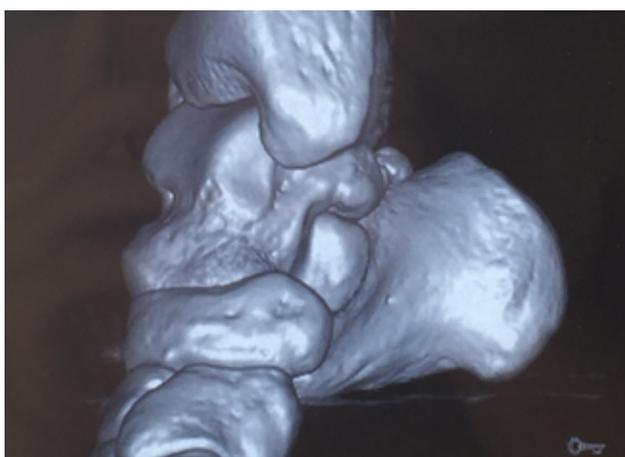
RMN anteromedial del tobillo.
